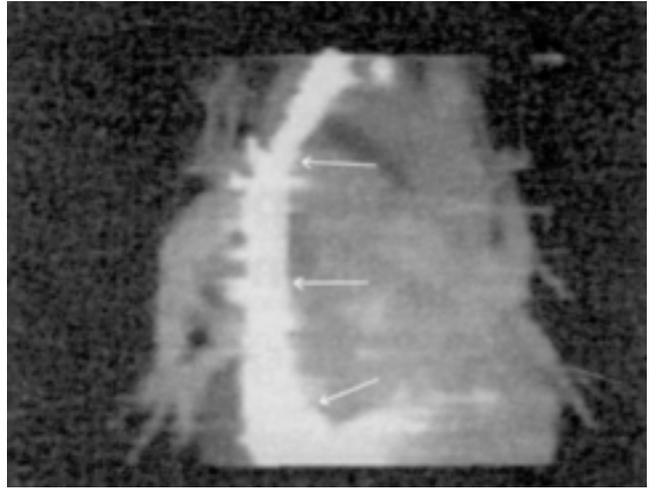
Reconstrucción de tomografía computada helicoidal con la técnica de máxima intensidad de proyecciones (MIP) que muestra el vaso anómalo (flechas).
